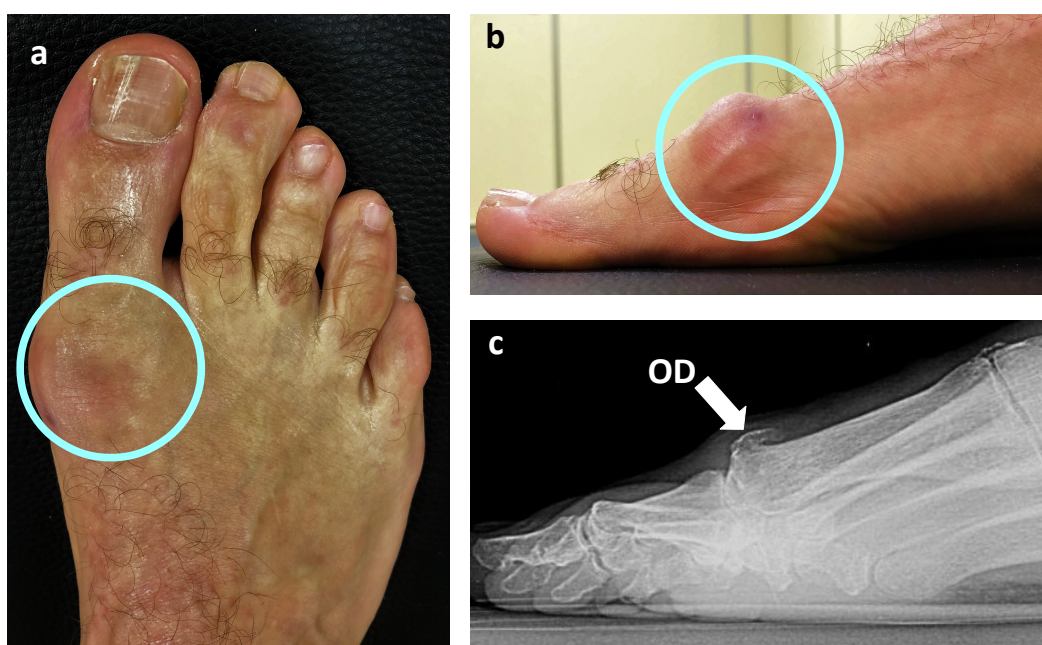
Pacient amb HR. (a) imatge dorsal-plantar en càrrega d'un pacient amb HR (b) imatge de perfil en càrrega on es visualitza la prominència (*bunion*) dorsal inflammat (c) radiografia de perfil en càrrega on s'observa l'osteòfit dorsal (OD) al cap del primer metatarsià. (imatge original de l'autora)
